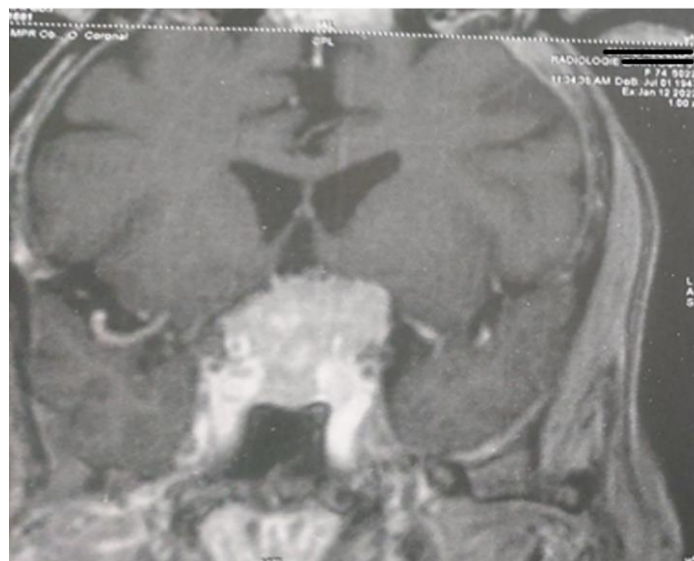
IRM cérébrale préopératoire – coupe coronale – séquence T1 après injection de gadolinium, montrant une lésion suprasellaire médiane à large base d'implantation durale, en contact étroit avec les voies optiques.
